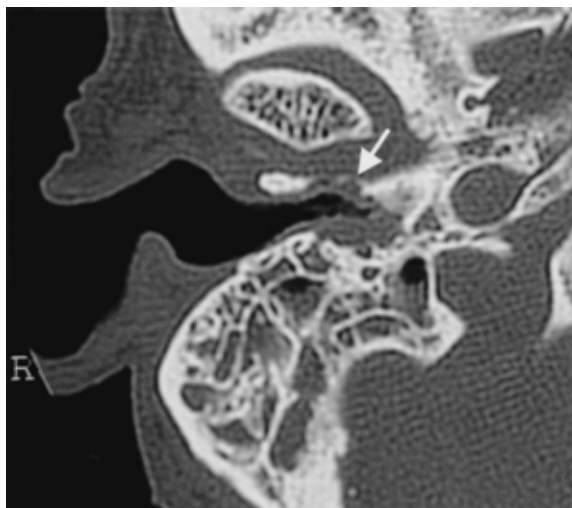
側頭骨CT軸位(8月1日): 外耳道前壁の骨破壊(白矢印)を認める。
